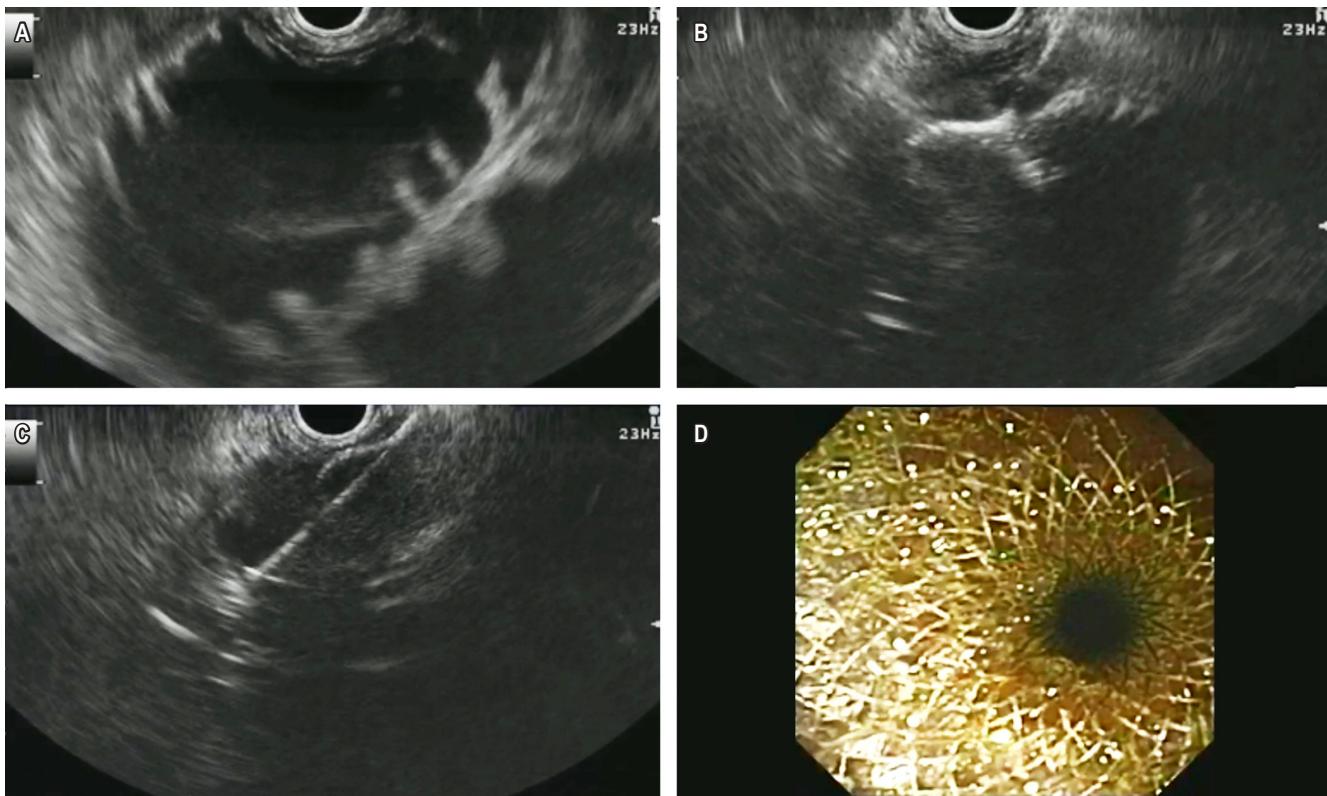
A. Ecografía endoscópica en la que se observa asa biliar distendida de hasta 3 cm. B y C. Punción del asa hasta el cuerpo gástrico e introducción de *stent*. D. *Stent* bajo visión endoscópica con evidencia de salida de bilis. Imágenes propiedad de los autores.
